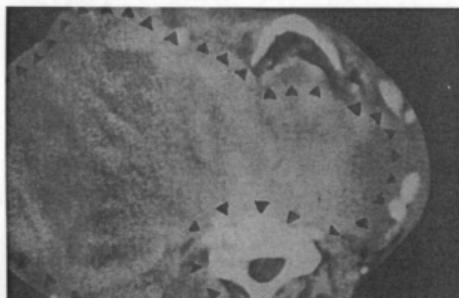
Preoperative CT : Huge mass(◀) occupying Rt. side of neck extends into Lt. side through prevertebrae side. Trachea and esophagus is deviated to Lt. side
